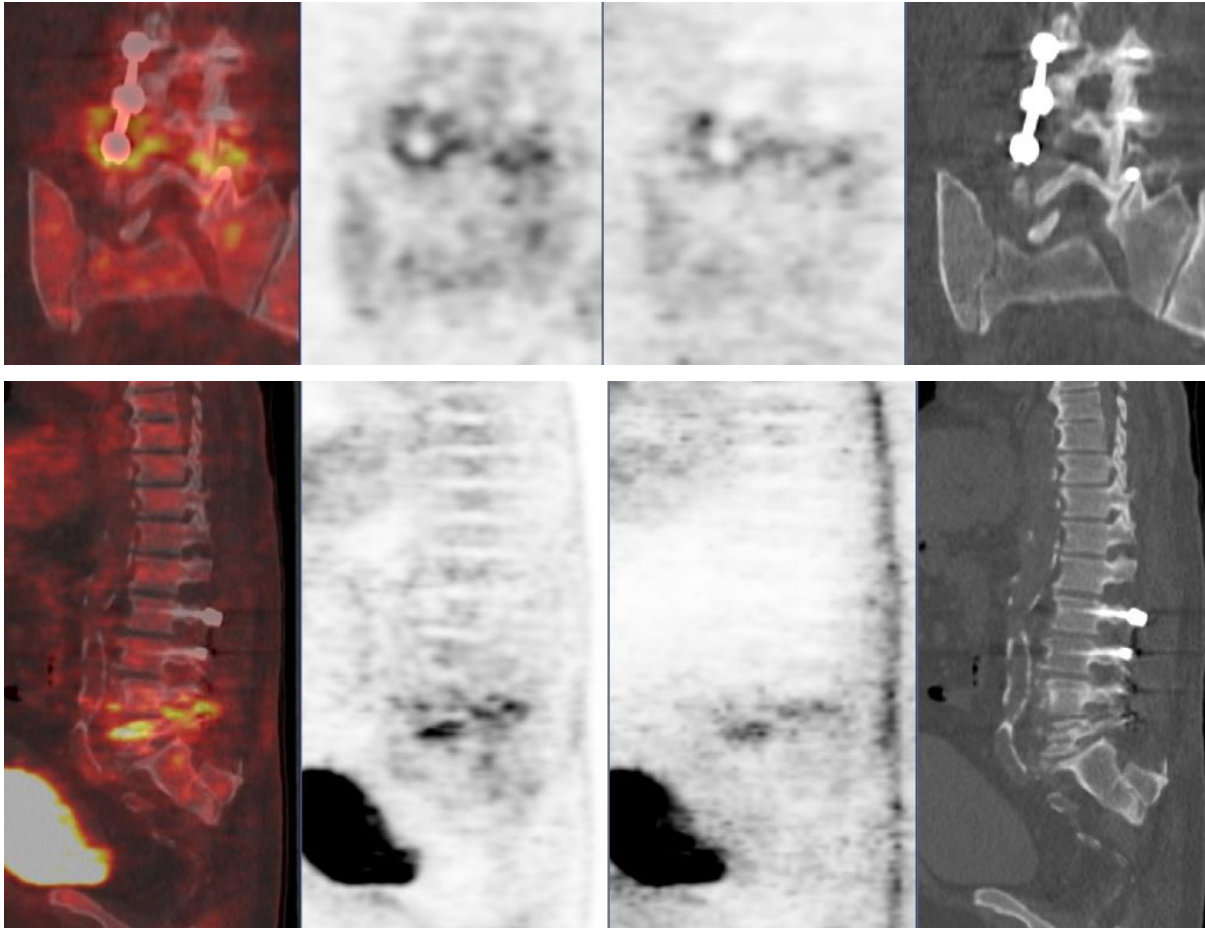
PET/CT's patient who presented a lumbar arthrodesis infection. Left to right: fusion, attenuation correction (AC), non-attenuation correction (NAC) and CT. Hypermetabolism concentrated next to the screw.
